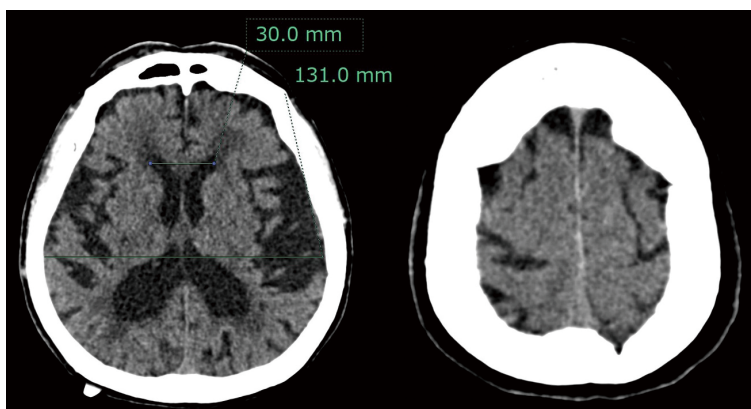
脳室拡大が目立たないハキム病の頭部単純 CT 検査
